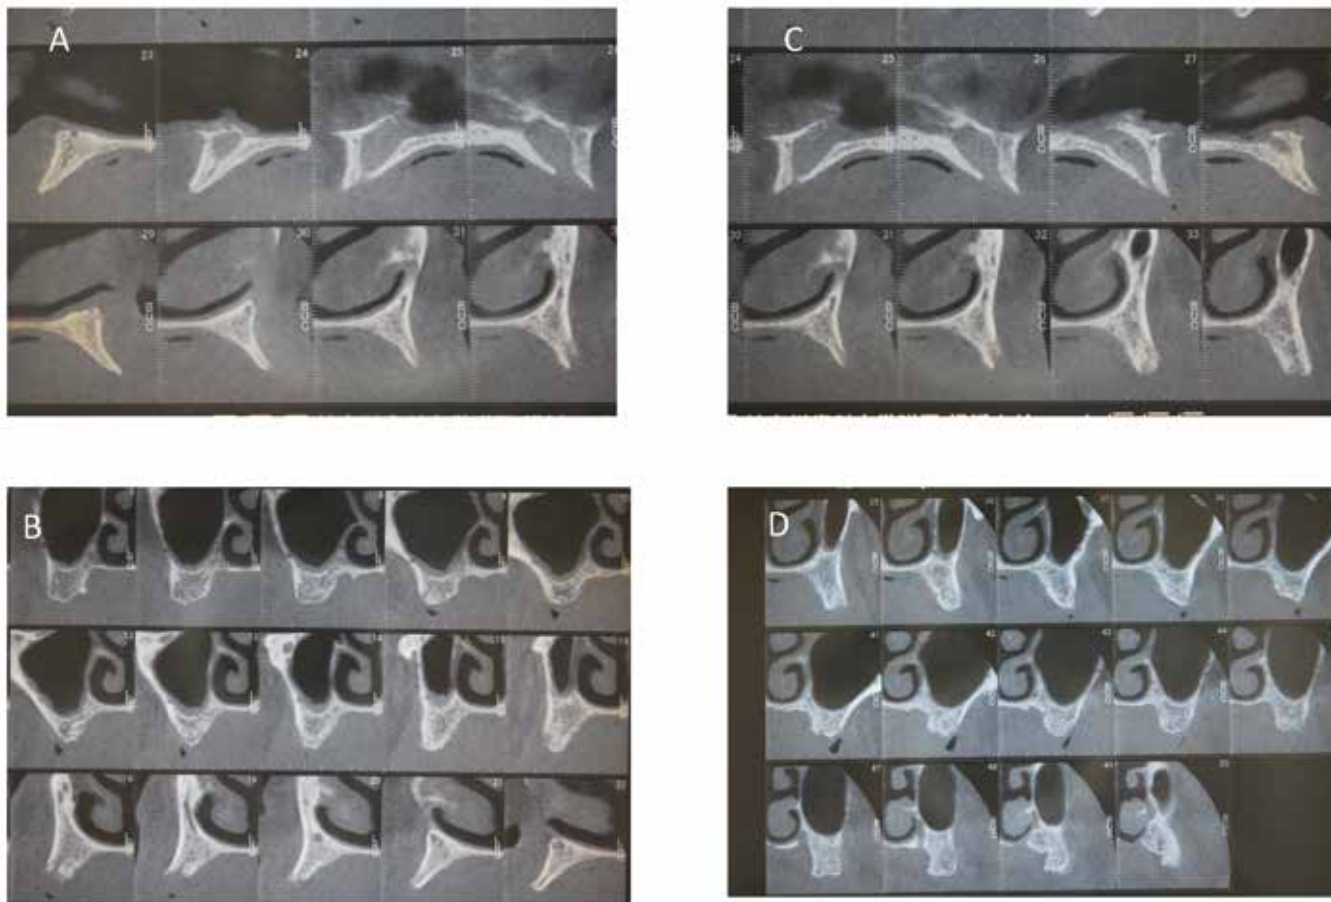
術前CT画像写真 (A: 右側前歯部、B: 右側臼歯部、C: 左側前歯部、D: 左側臼歯部)
